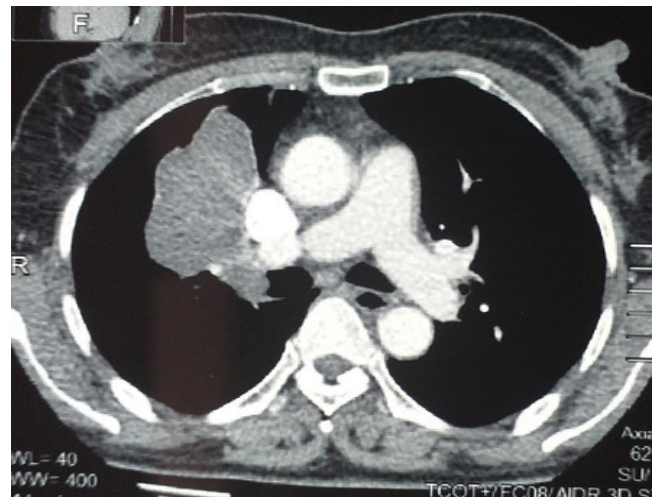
ET 3. TDM thoracique injectée en coupe axiale (2) et reconstruction coronale (3). Masse tissulaire solitaire polylobée lobaire supérieure droite étendue au lobe moyen de faible rehaussement après injection du contraste iodé
